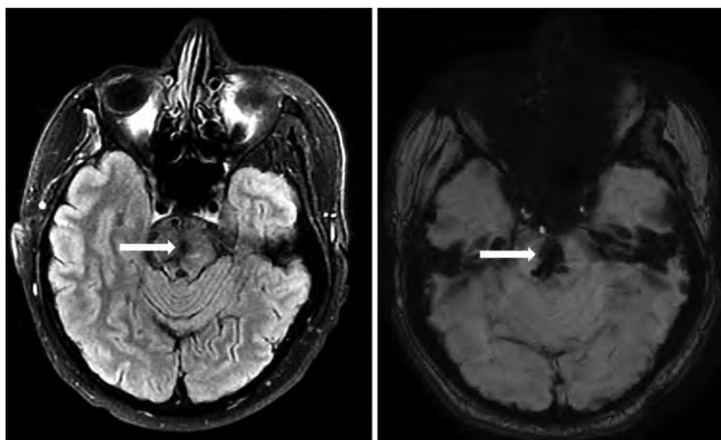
МРТ головного мозга от 17.06.2024, T2 Flair и SWAN-режим, аксиальный срез (стрелкой указана хроническая стволовая гематома)
